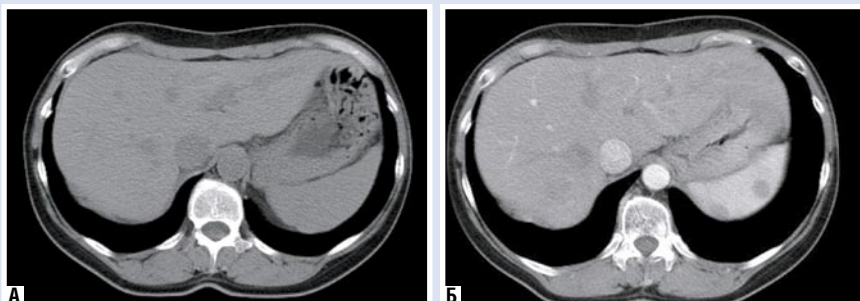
КТ-изображение метастазов рака яичников в селезёнку: А – нативная фаза; Б – артериальная фаза
